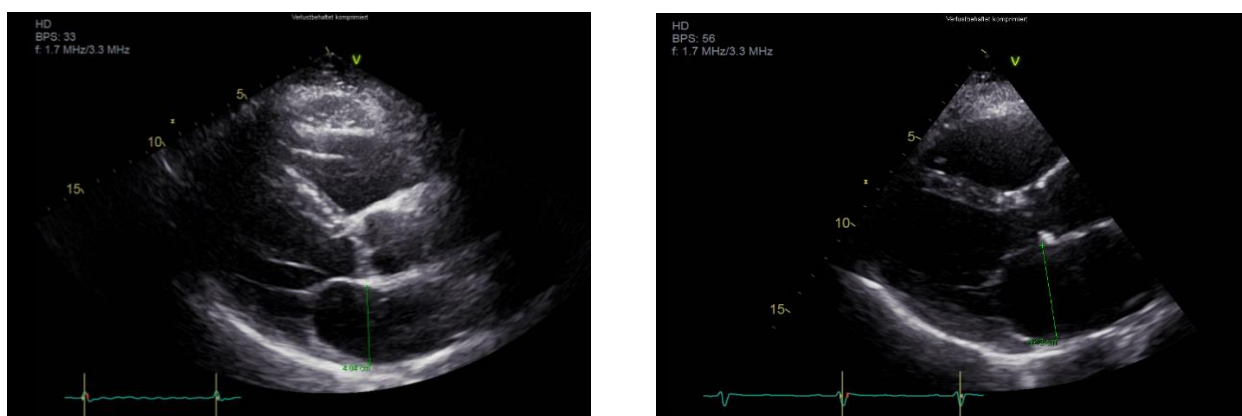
Größenbestimmung des linken Atriums – Echokardiografie in parasternaler Achse (links: Patient\*in 88 mit 40 mm; rechts Patient\*in 111 mit 44 mm)
